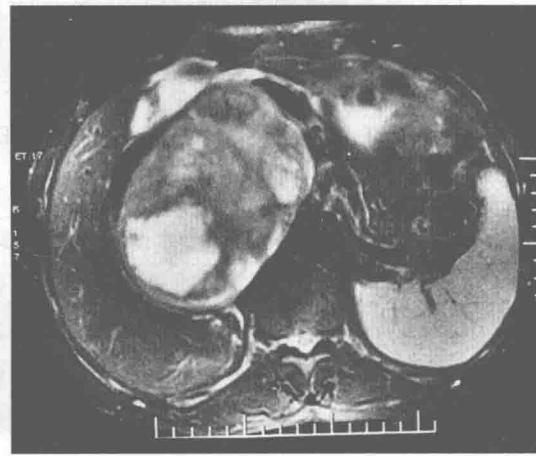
MRI (T₂WI) 显示右肾上腺区肿物,信号不均匀,以稍高信号为主,内有多发片状长T₂信号区;下腔静脉被推挤至前内侧,肿瘤与门静脉关系密切
